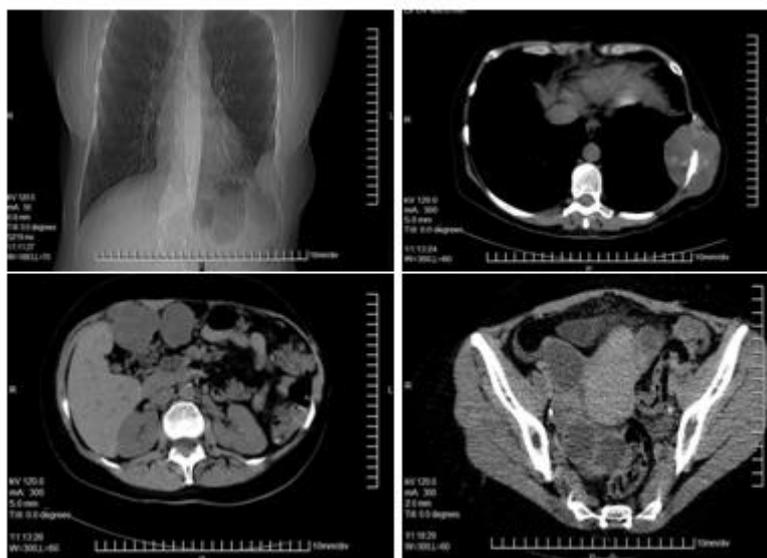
Radiografía de tórax, TAC de tórax, abdomen y pelvis.
